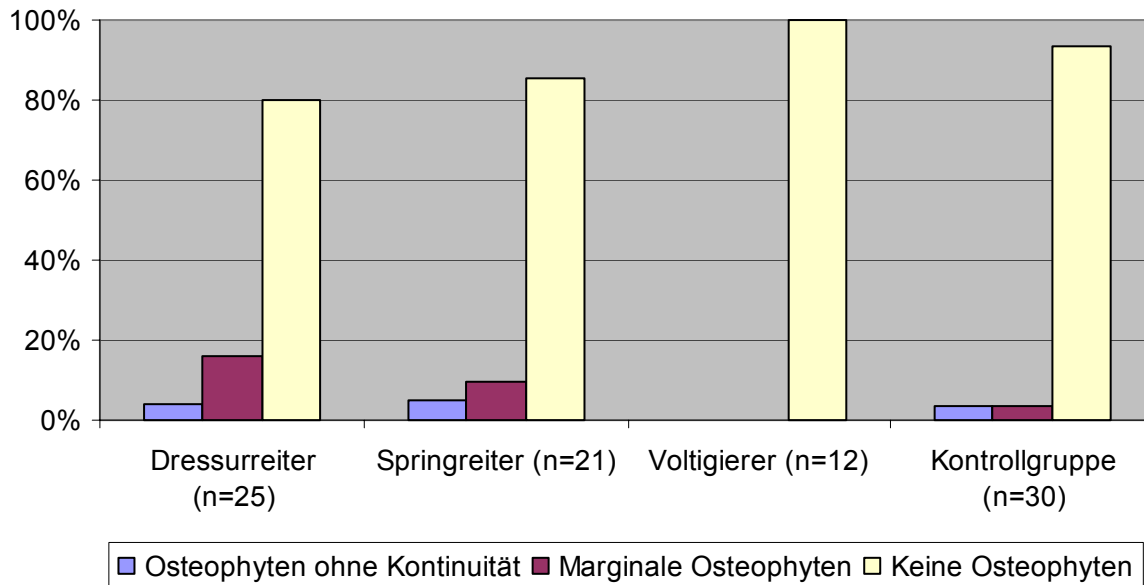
Osteophyten aller MRT Probanden (n=88)
